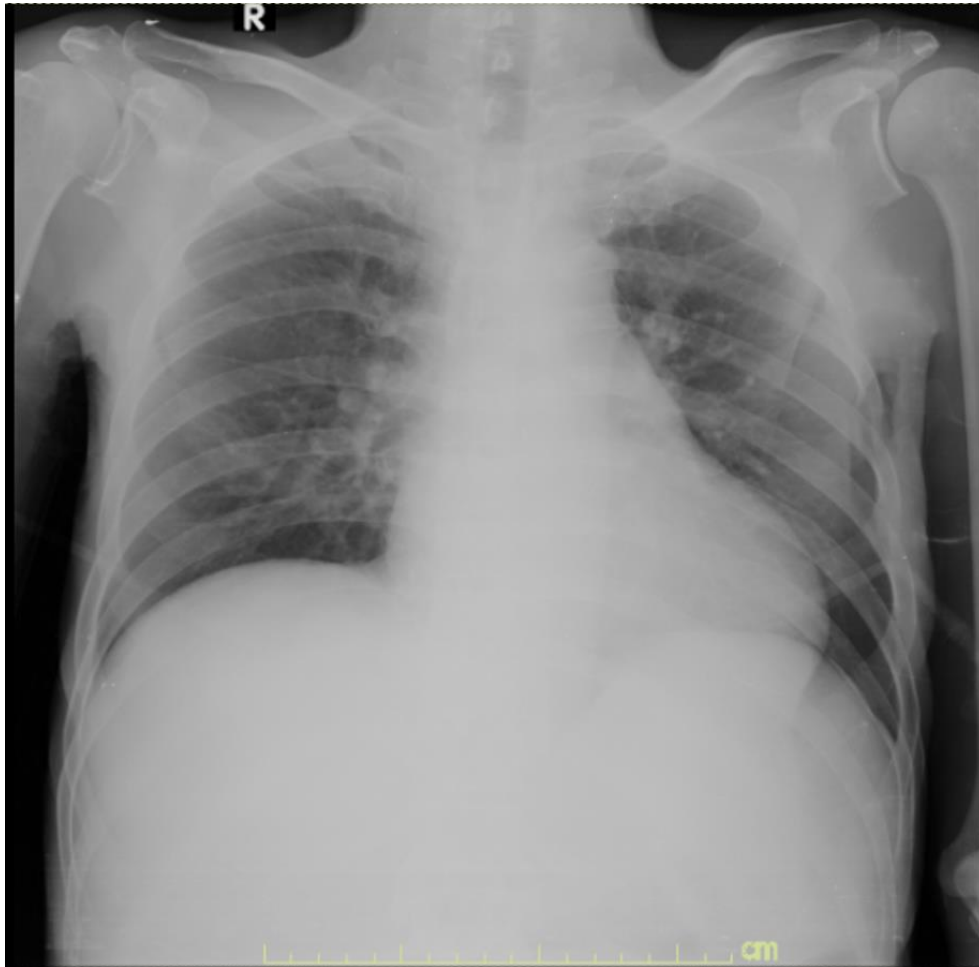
แสดงภาพถ่ายรังสีปอด (Chest X-ray)
